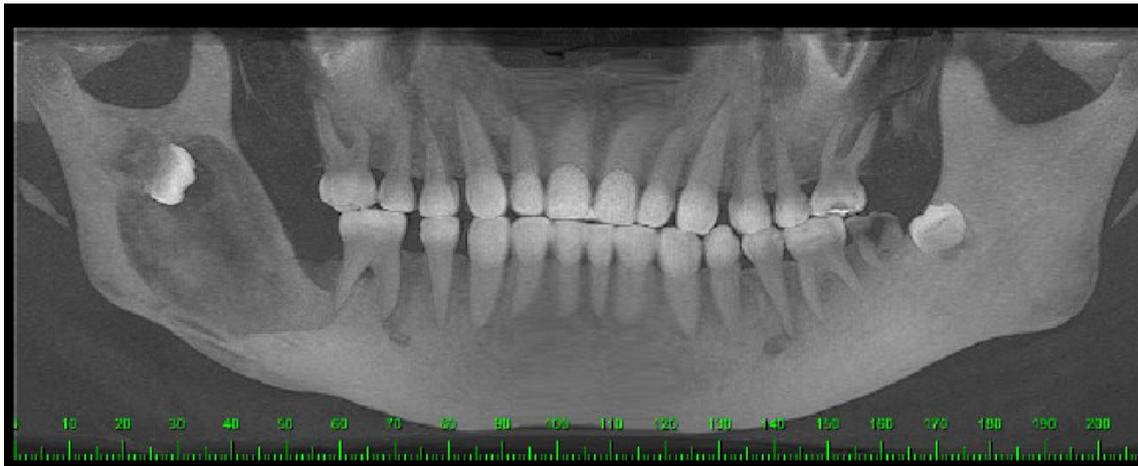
Radiografia Panorâmica Pos descompressão.
